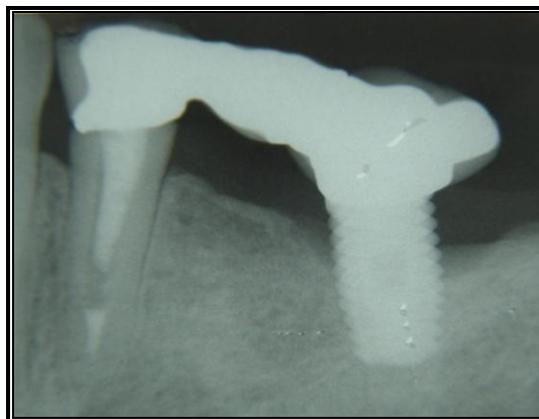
Radiografia periapical da prótese após 11 anos
